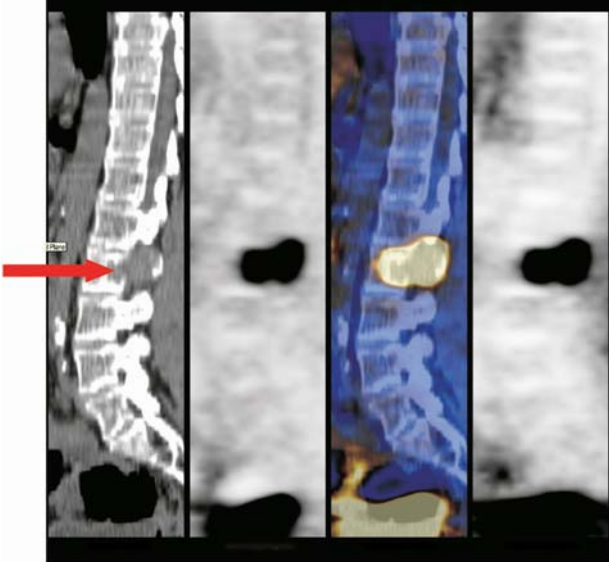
Sezione sagittale che passa attraverso la captazione lombare di FDG. La TC mette in evidenza una grossa massa di tessuto che ha invaso la porzione posteriore di un corpo vertebrale, la lamina sinistra ed il peduncolo
